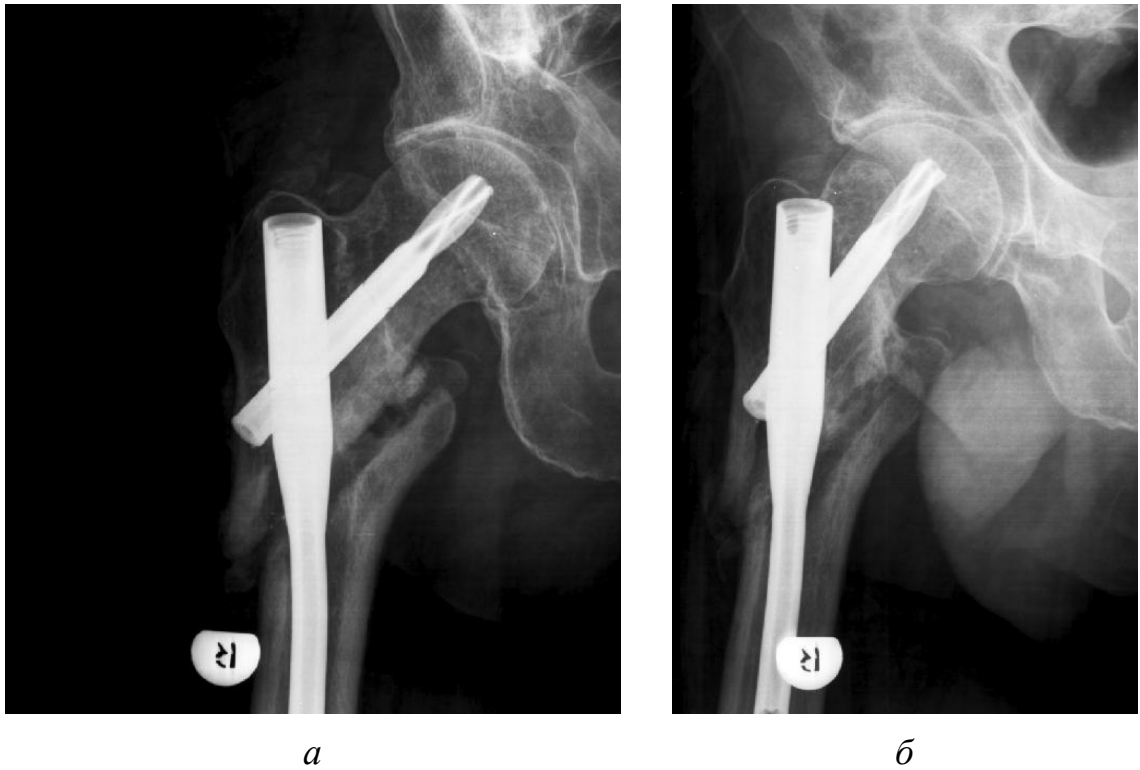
Рентгенограммы пациента К. после выполнения в клинике ВТО ревизионного остеосинтеза проксимальным бедренным гвоздем PFNA
